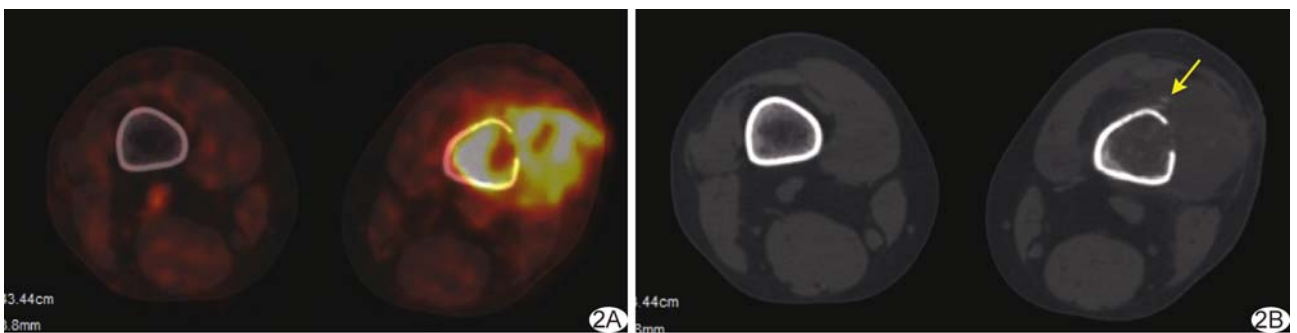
患者男, 32 岁, 左股骨下端 ASPS A. PET/CT 图示左股骨下端 FDG 摄取增高, SUV<sub>max</sub>为 7.9; B. CT 图示病灶邻近骨质破坏, 局部见骨膜反应(箭)
